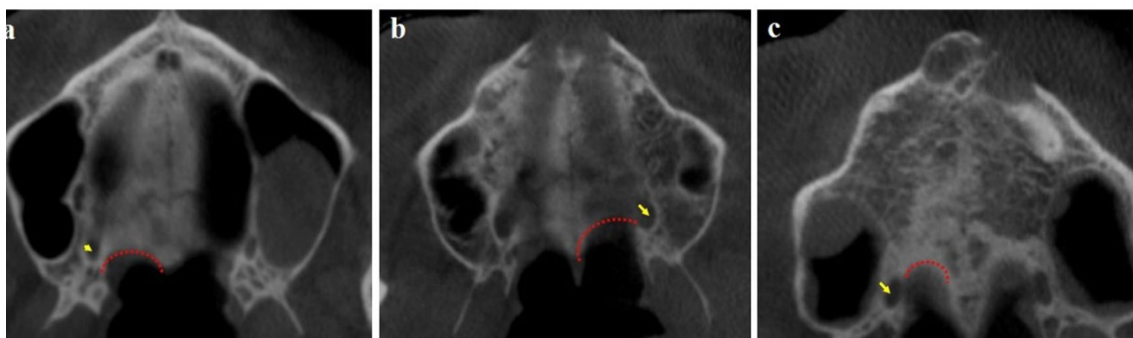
Coupes de cone beam dans des plans horizontaux illustrant la position du foramen grand palatin par rapport à la limite postérieure du palais dur: a) position antérieure; b) position en regard de la limite; c) position postérieure [51].
